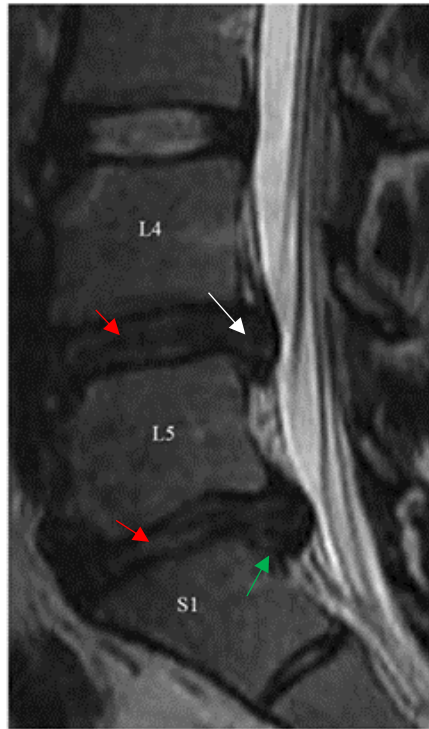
RM de columna lumbar, imágenes sagitales potenciadas en T2: EDD y HDL. Desecación de los discos L4-L5 y L5-S1 (flechas rojas), protrusión L4-L5 (flecha blanca), pinzamiento y extrusión discal L5-S1 (flecha verde); los hallazgos son compatibles con los grados de Pfirrmann IV y V respectivamente. Modificado de Abdalkader y cols. BMC Musculoskeletal Disorders 2020 (51).
